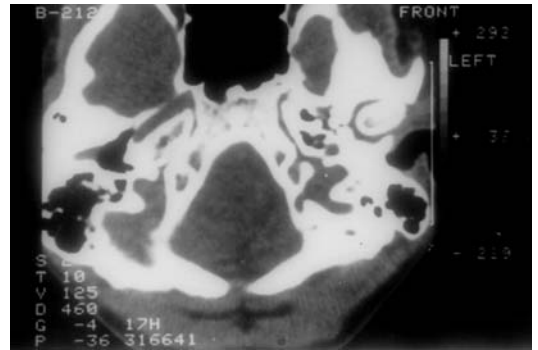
TC axial con gran aumento del tamaño de la apófisis mastoideas izquierda en una displasia fibrosa.
